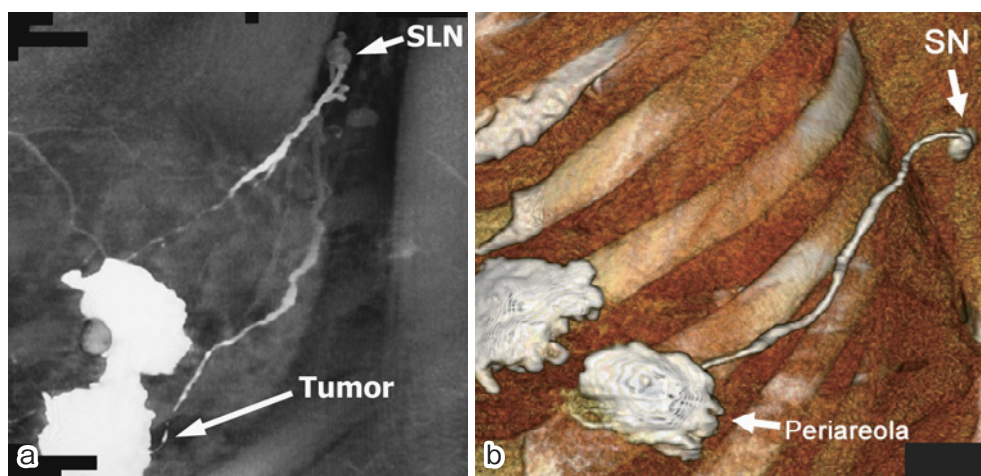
3D-CT 乳腺リンパ管造影 (文献10より)
